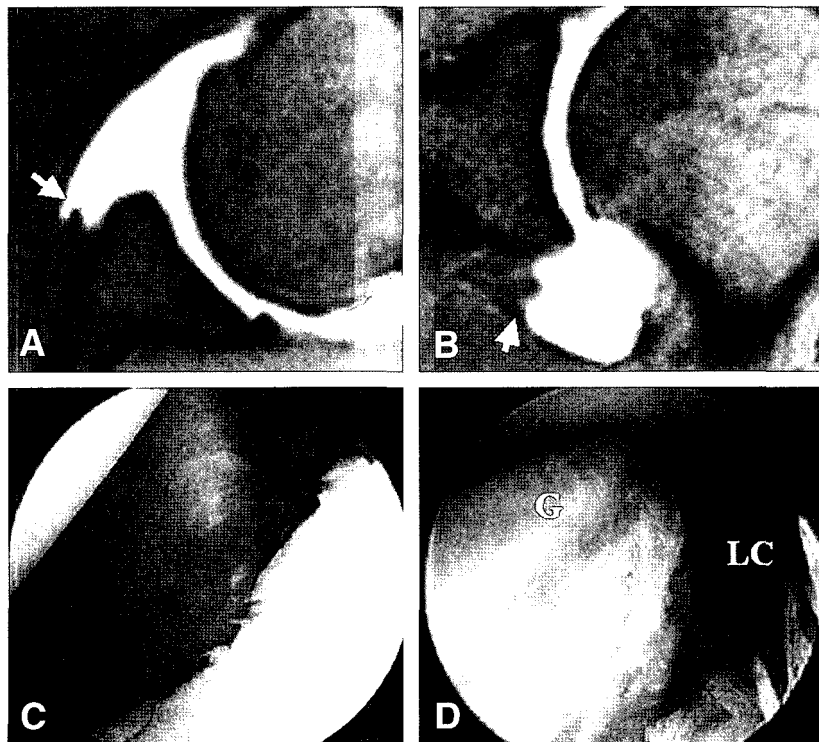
(A, B) Axial and coronal MR images demonstrate markedly inferomedially displaced Bankart lesion (arrow). (C, D) Arthroscopic views from posterior and anterior portal show markedly displaced Bankart lesion. It is difficult to distinguish the distinct difference between Bankart lesion and ALPSA lesion. G: glenoid, LC: labrocapsular complex.
